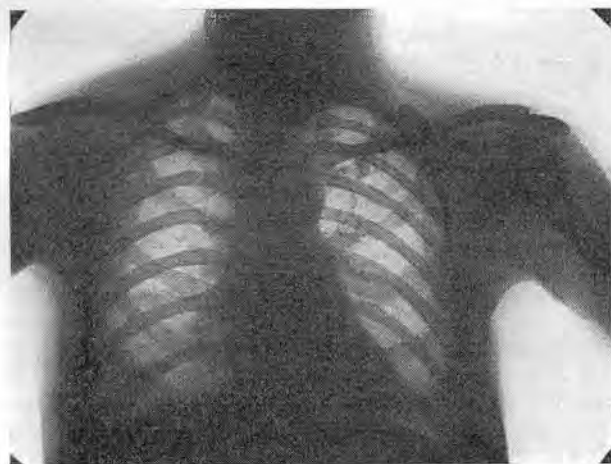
Radiografía del tórax en el mismo caso de la figura anterior. Ausencia de erosión costal.
